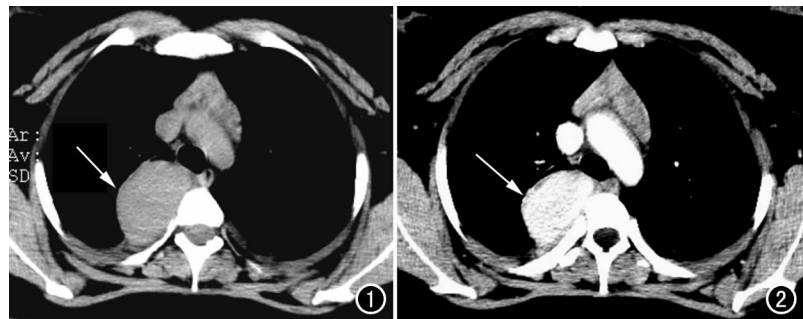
CT平扫:右上后纵隔内见椭圆形软组织块影,边界清楚(箭)。
